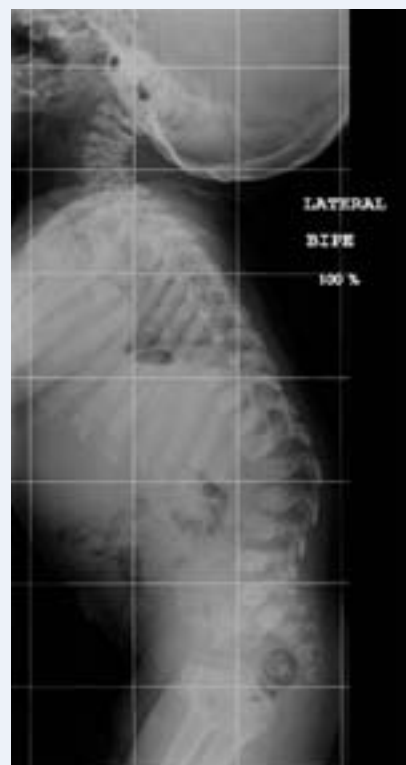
Radiografía lateral de columna en la que se aprecia la amputación anterior de los cuerpos vertebrales L2 y L3, con la consiguiente cifosis lumbar.
